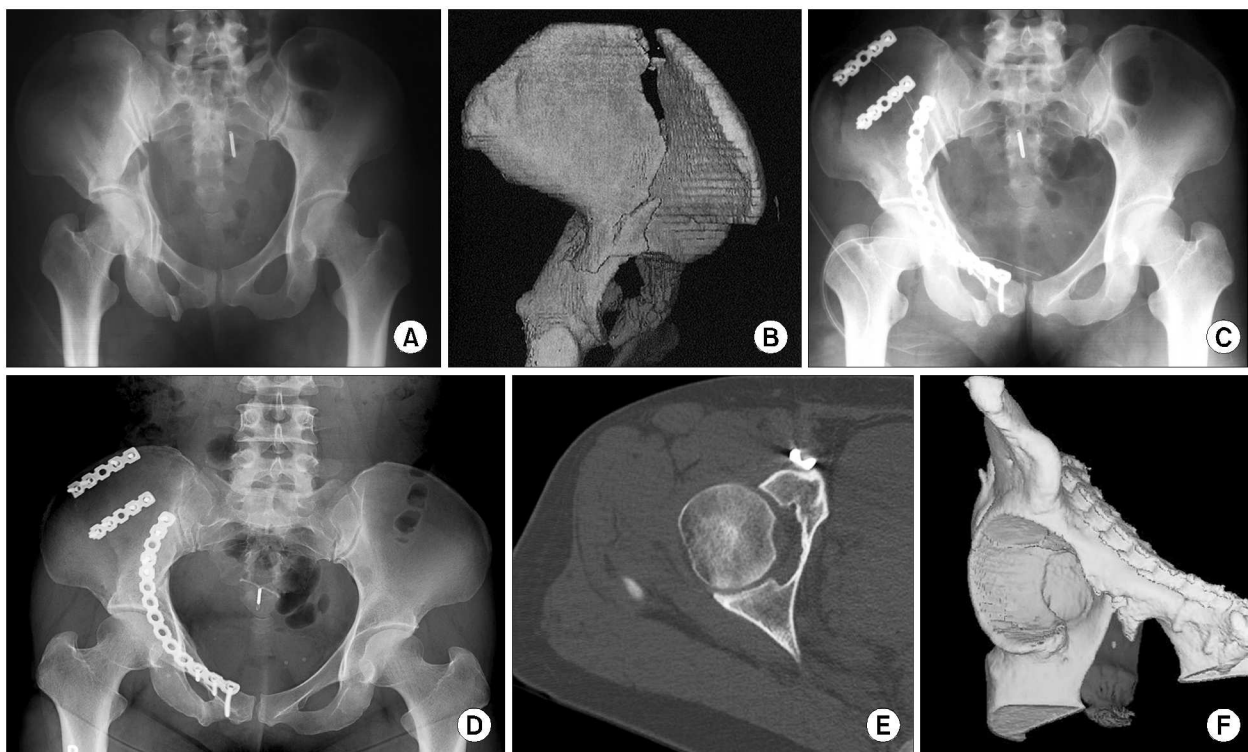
A 38-year-old female. Preoperative pelvic AP radiograph (A) and 3D computed tomography (B) demonstrate both column fractures. Postoperative pelvis AP radiograph (C) demonstrates an imperfect reduction and secure fixation through the ilioinguinal approach. Radiograph (D) and CT scan (E, F) obtained 39 months after surgery demonstrate good results.
